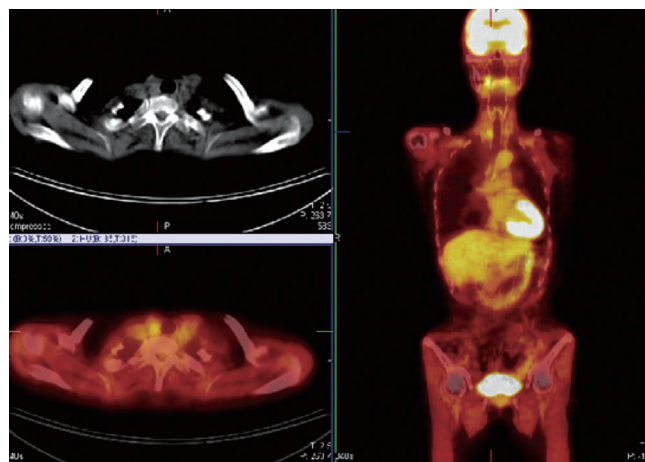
^{18}F -FDG PET/CT. The ^{18}F -FDG PET/CT shows increased uptake in right cervical lymph node.
